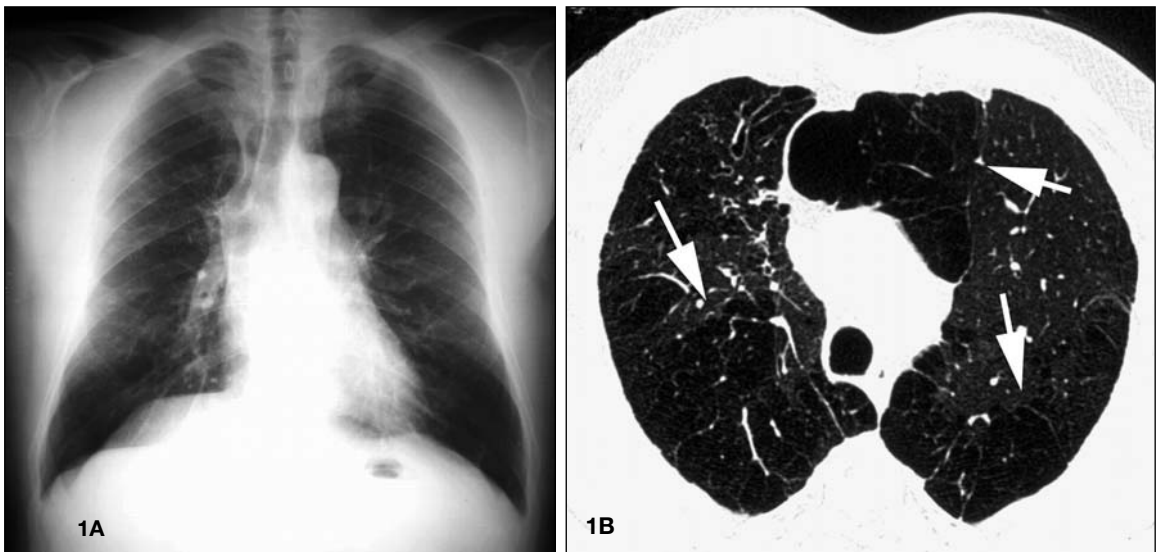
TC vs. radiografía de tórax en la detección del enfisema. La radiografía de tórax (1A) muestra signos de hiperinsuflación y tenues áreas de hiperclaridad a nivel de la ventana aortopulmonar y en el espacio paramediastínico derecho. Sin embargo, la TC muestra de forma más precisa la verdadera extensión y gravedad del enfisema (1B) (flechas).
